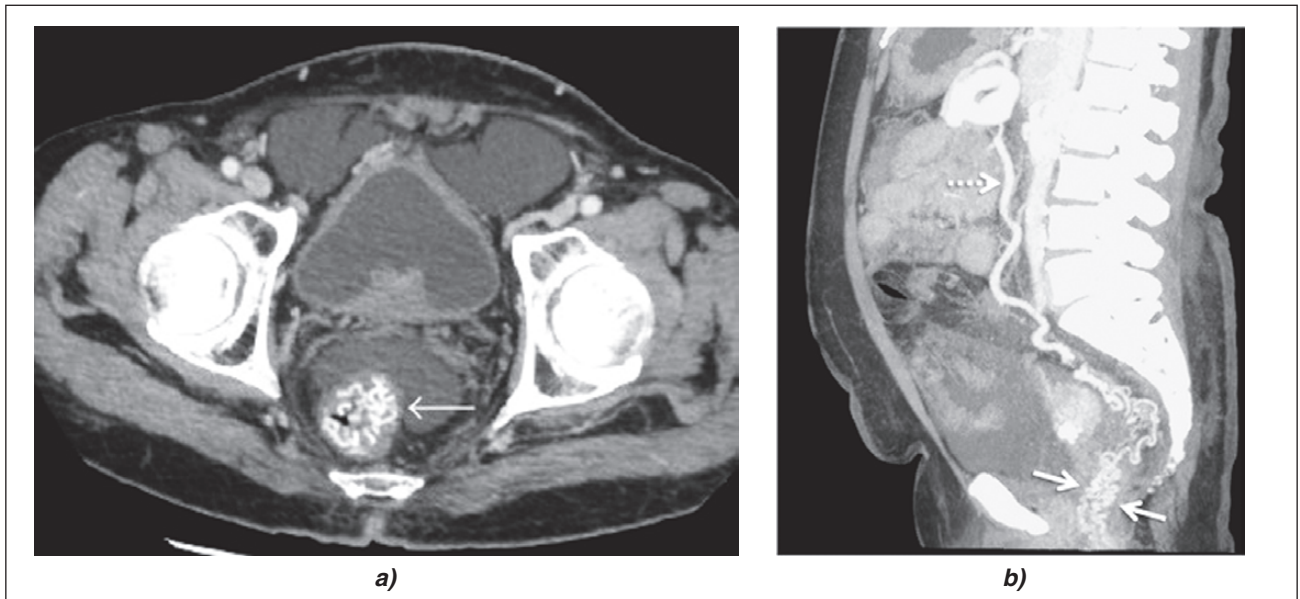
Контрастно-посилена КТ: а) численні колатералі прямої кишки (стрілка) ([29], ліцензія CC BY-NC 4.0); б) численні колатералі прямої кишки (стрілки), які отримують аферентне живлення від НБВ (переривчаста стрілка) ([21], з дозволу авторів)
